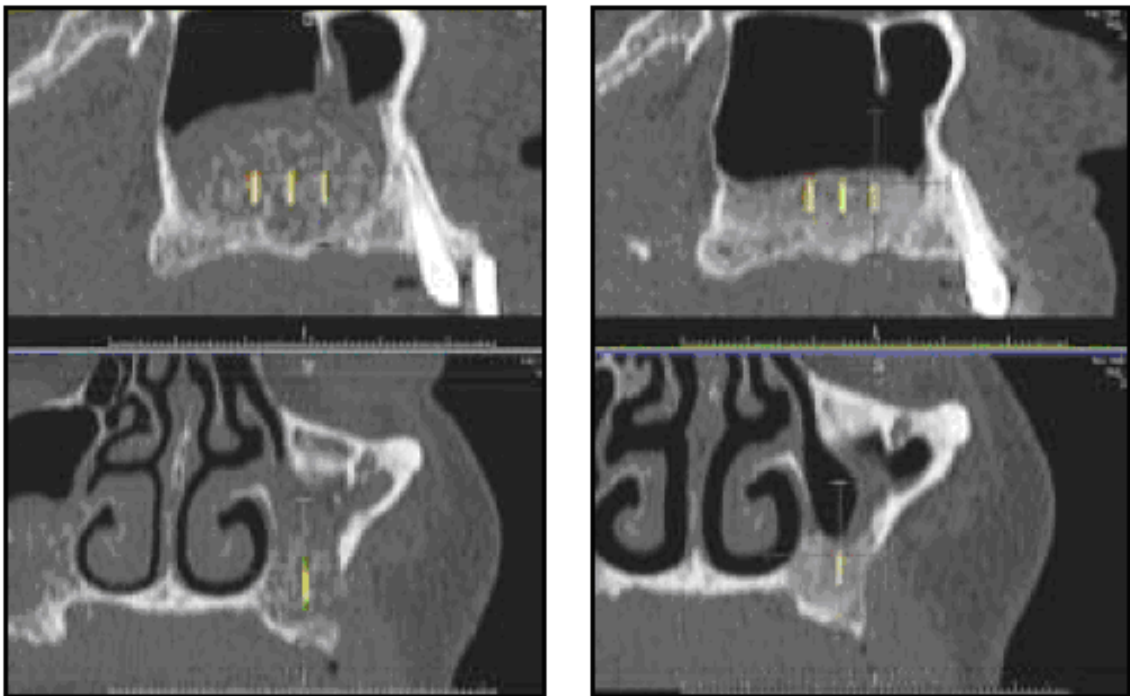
Paciente 3: tomografias do seio maxilar direito (4 esponjas) tiradas imediatamente após o enxerto (à esquerda) e 6 meses após o enxerto (à direita). Nota-se a perda de volume.
